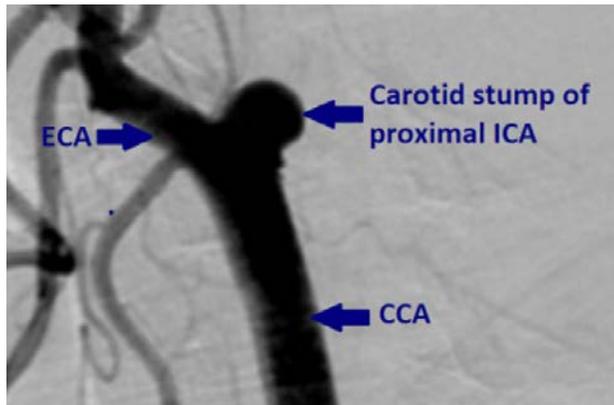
Radiographic classification of ICAO. a Type A with tapered stump of the ICAO and the cavernous and/or petrous segments were distally reconstituted by collateral vessels filling from the external carotid artery (ECA), posterior communicating artery (Pcom) and/or anterior communicating artery (ACA). b Type B with tapered stump of the ICAO but no reconstitution from collateral vessels. c Type C with no ICAO stump but patent lumen distally with collateral filling from ECA, Pcom and/or ACA. d Type D with no ICAO stump and occluded lumen distally until the ICA bifurcation. (With reference to the report of David Hasan, type B was modified. Copyright ZY Tang.)
